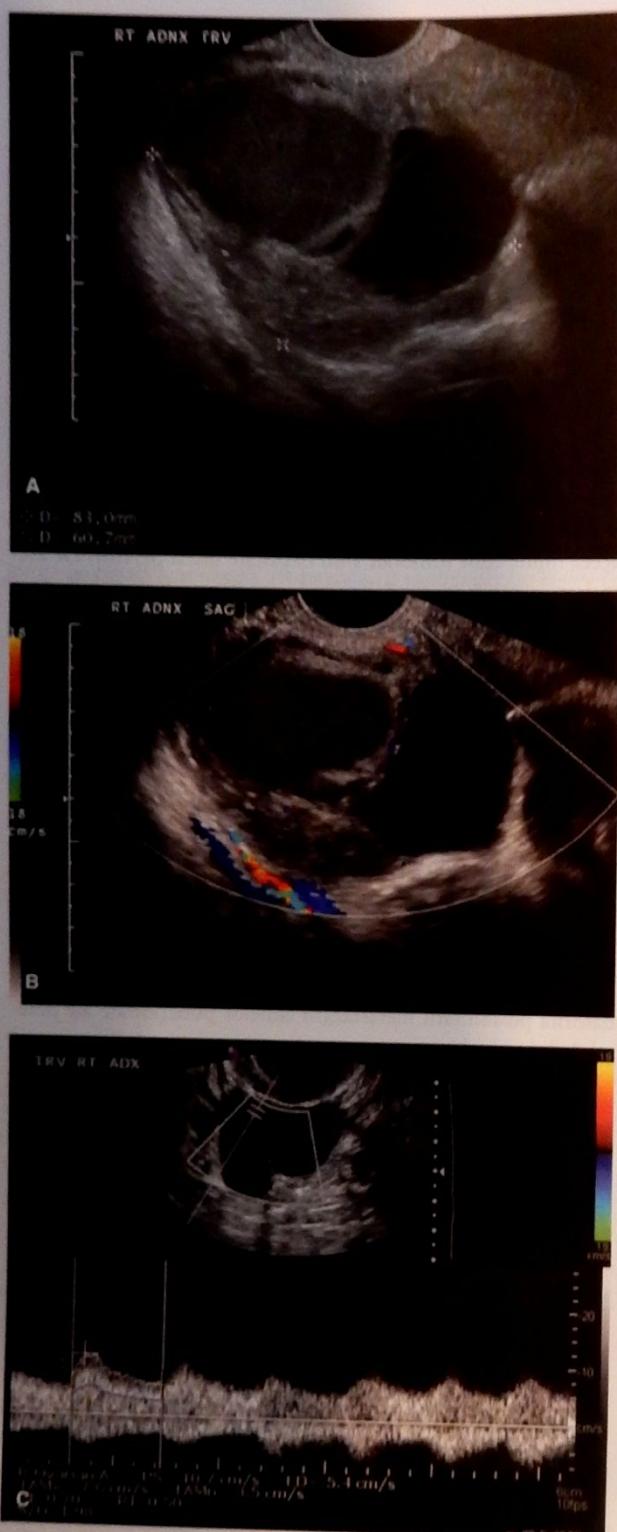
Imagine de sonografie a unui chist ovarian. A. Sono-gramă transvaginală descrie o masă ovariana complexă. Pot fi observate componente chistice și solide precum și un sept gros intrachistic. Aceste descoperiri cresc probabilitatea unei formăjuni maligne. B. Ecografie Doppler color – imagine ce prezintă neovascularizarea tumorii ovariene. C. Studiu Doppler transvaginal al vaselor ovariene – relevă impedanță scăzută. (Imagini cu contribuția Dr. Diane Twickler.)
